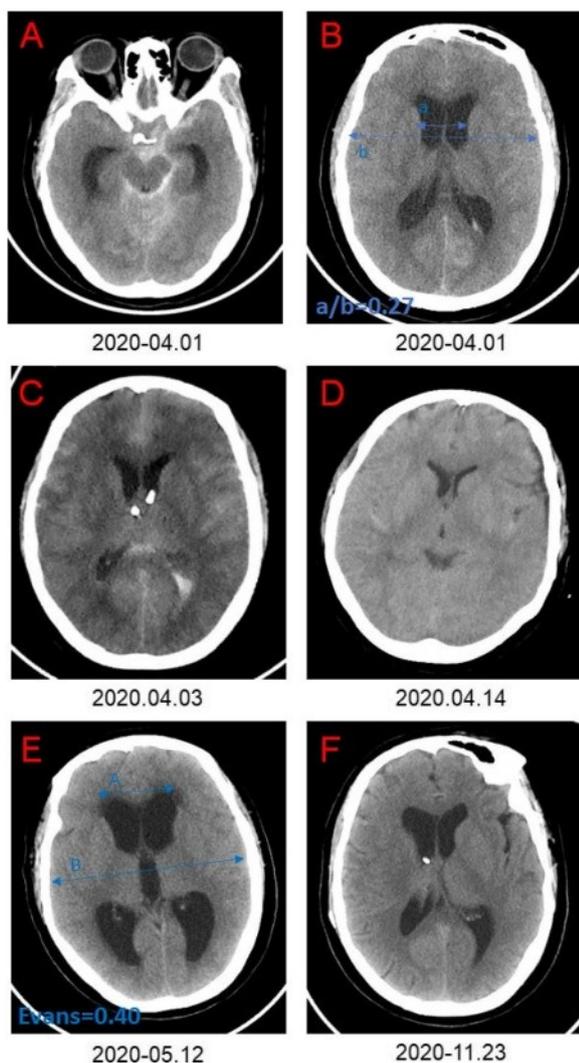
aSAH-H 进展。A-B 显示蛛网膜下腔出血并发急性脑积水。C 双侧心室外引流。D 术后双侧心室外引流。E CT 提示慢性脑积水。F 术后脑室腹腔分流术
